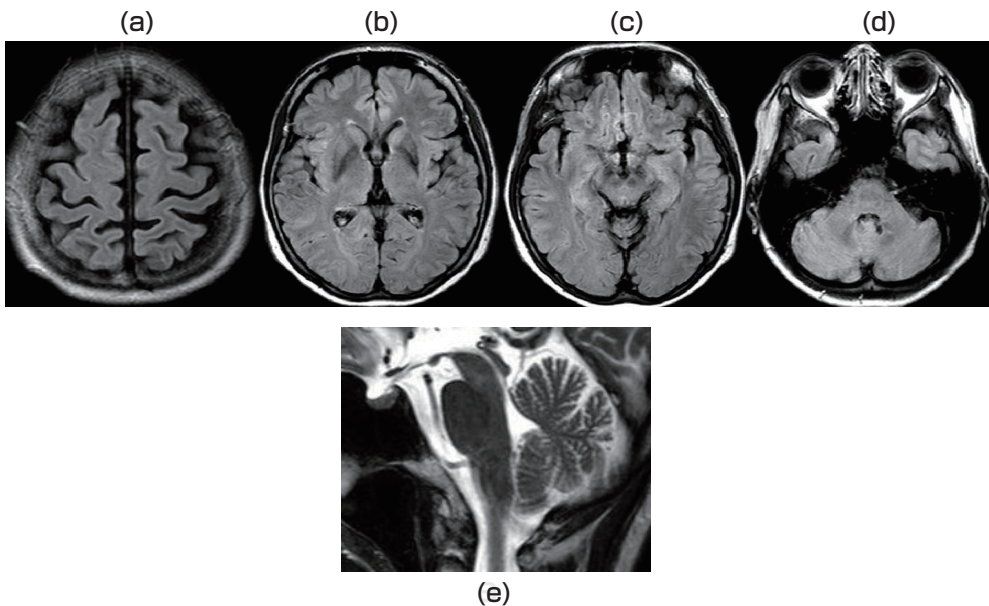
(a-d)頭部MRI FLAIR 水平段像 (e)頭部MRI T2強調矢状断像
